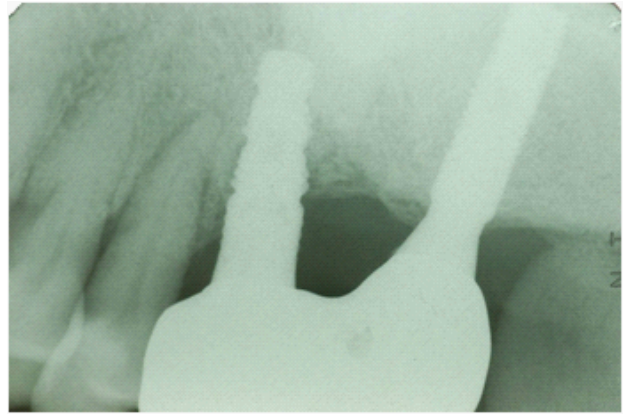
X-ray 촬영 결과 #23, 24,25 치아의 심한 치조골 파괴와 치주인대의 비후를 관찰할 수 있었다.
